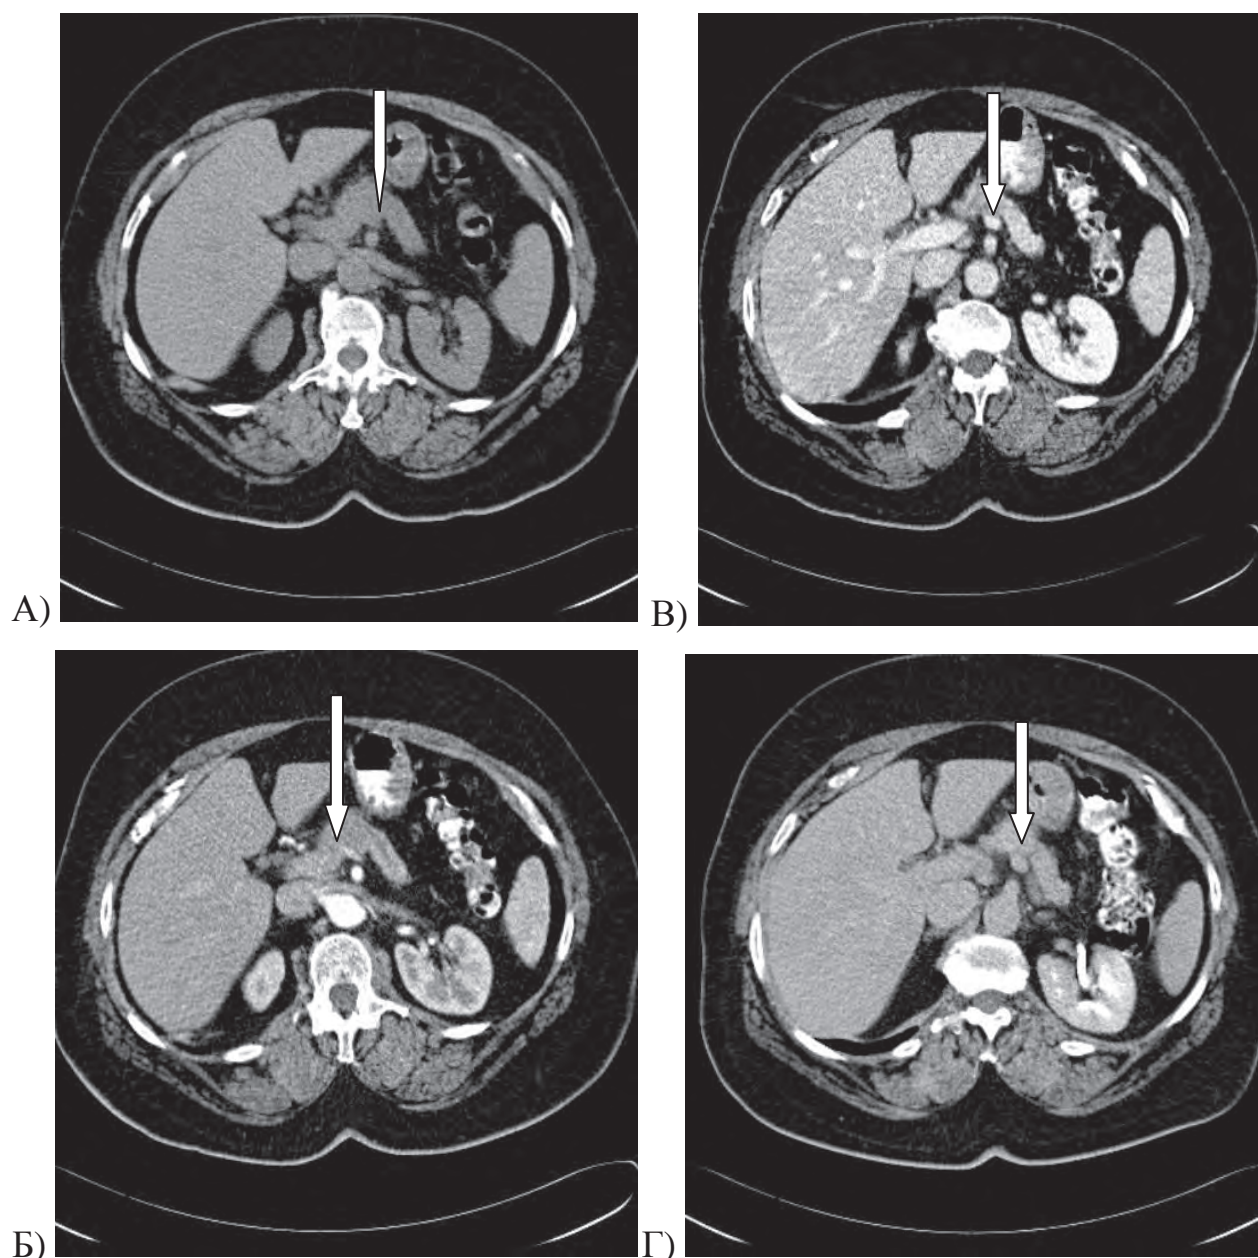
Больная К, 52 года, диагноз: аденокарцинома ПЖЖ. СКТ с в/венным контрастным усилением. Опухоль в головке железы (стрелка) по размерам не превышает 2 см.
